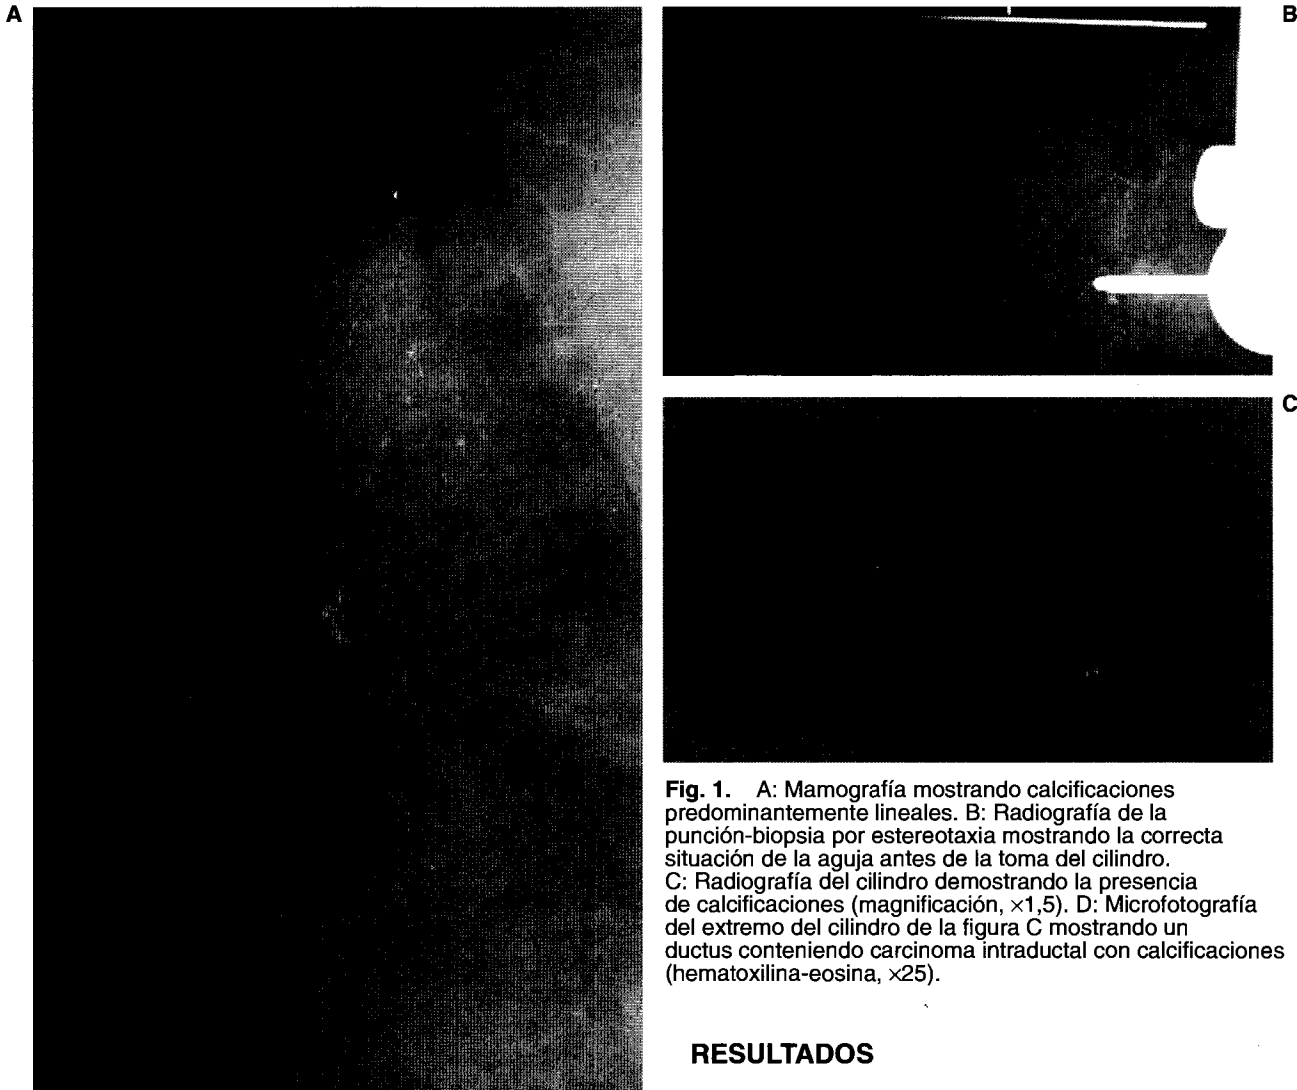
A: Mamografía mostrando calcificaciones predominantemente lineales. B: Radiografía de la punción-biopsia por estereotaxia mostrando la correcta situación de la aguja antes de la toma del cilindro. C: Radiografía del cilindro demostrando la presencia de calcificaciones (magnificación, $\times 1,5$). D: Microfotografía del extremo del cilindro de la figura C mostrando un ductus conteniendo carcinoma intraductal con calcificaciones (hematoxilina-eosina, $\times 25$).
